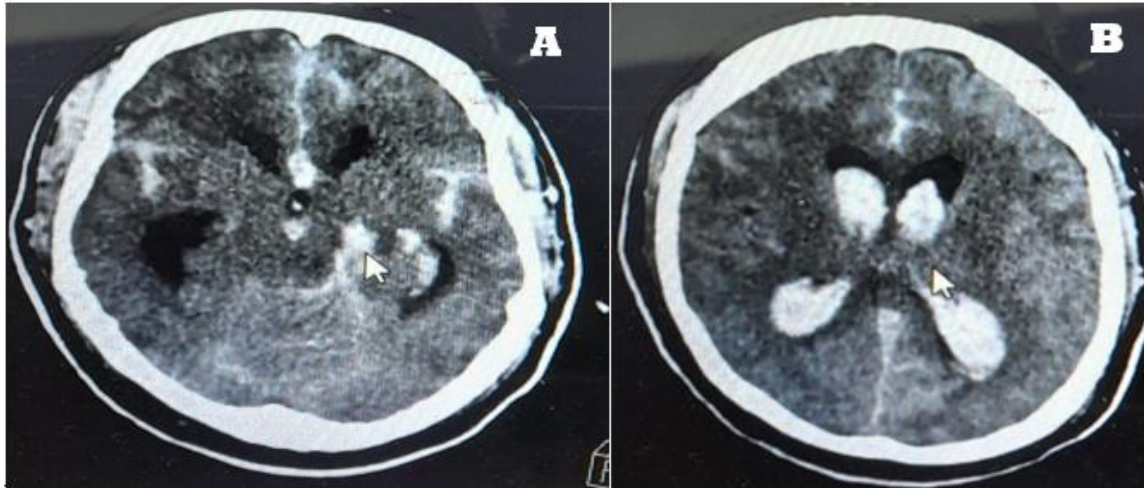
A y B. Caso 3: Tomografía de cráneo hemorragia subaracnoidea con inundación ventricular.
